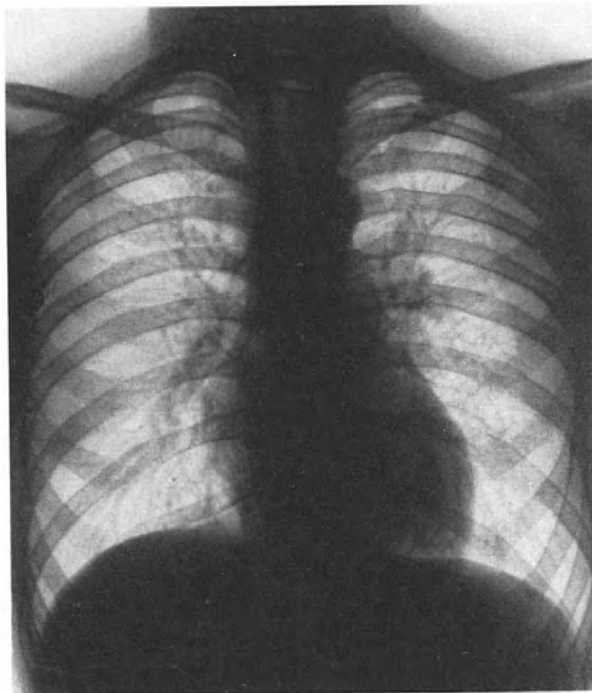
8 Monate nach Röntgenbestrahlung.
